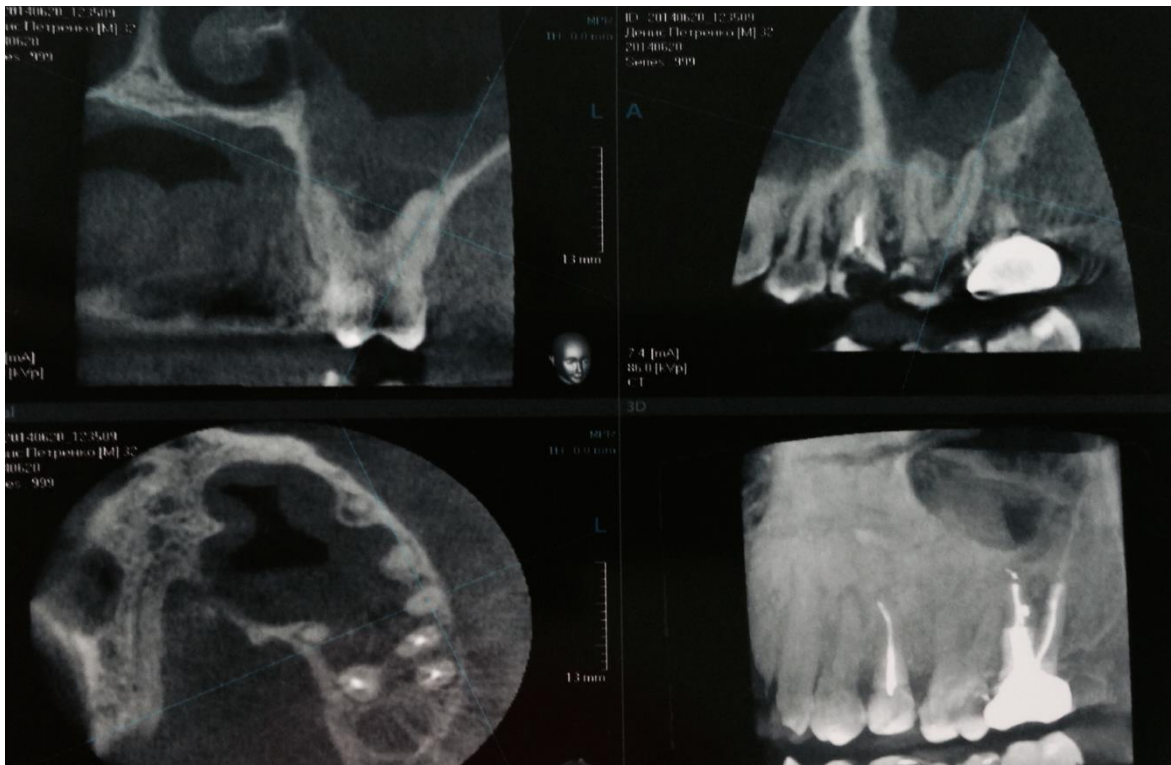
Комп'ютерна конусно-променева томографія. Пацієнт П. (історія хвороби № 9415):
